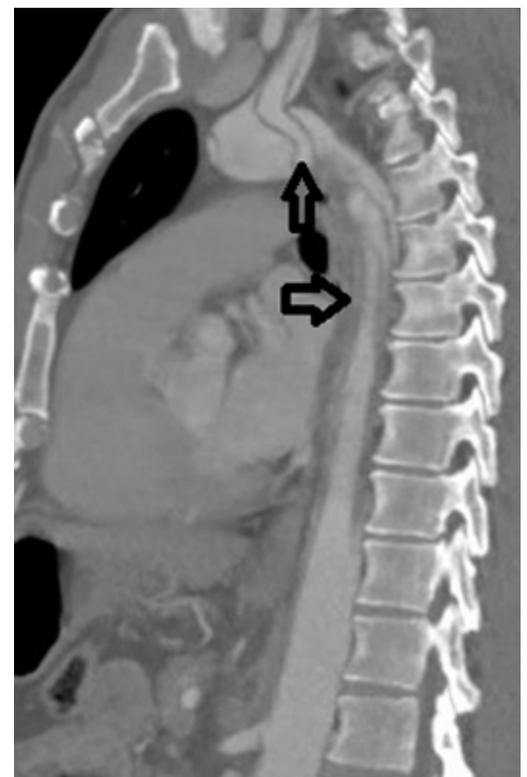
CT-Sagittalschnitt: Aortendissektion mit subtotalem Kollaps des wahren Lumens (Pfeile).
